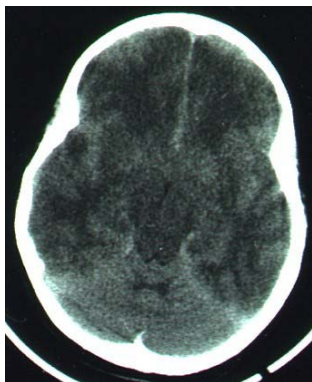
Diffuses Hirnödem; CT des Kopfes, nativ
